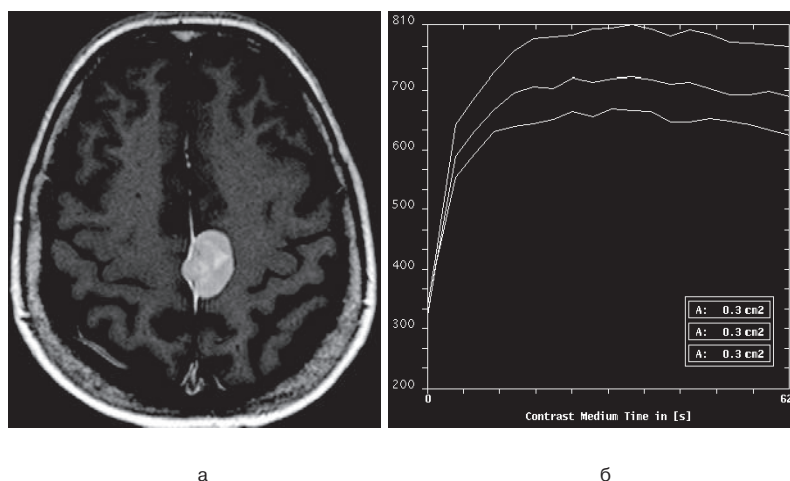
Результаты динамической контрастной МРТ у больной с типичской фалькс-менингиомой: а – постконтрастное T1 взвешенное изображение (T1 ВИ) в аксиальной проекции; б – кривая накопления и выведения контрастного вещества (II тип кривой).
